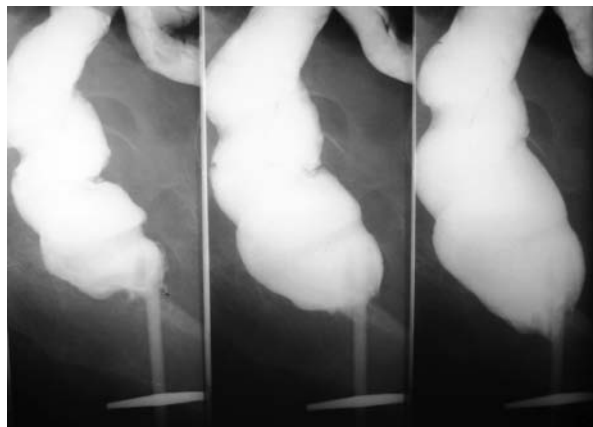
Боковая рентгенограмма аноректальной зоны девочки 5 лет после брюшно-промежностной операции по поводу вестибулярной эктопии ануса
